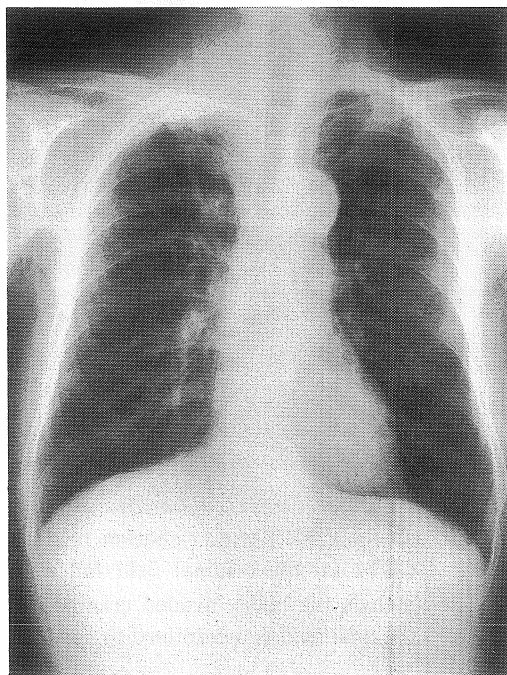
A 80-year-old man with large cell lung cancer in the right upper lobe: p-a chest x-ray film showing a tumor in the right S¹ severely invading the apex.
